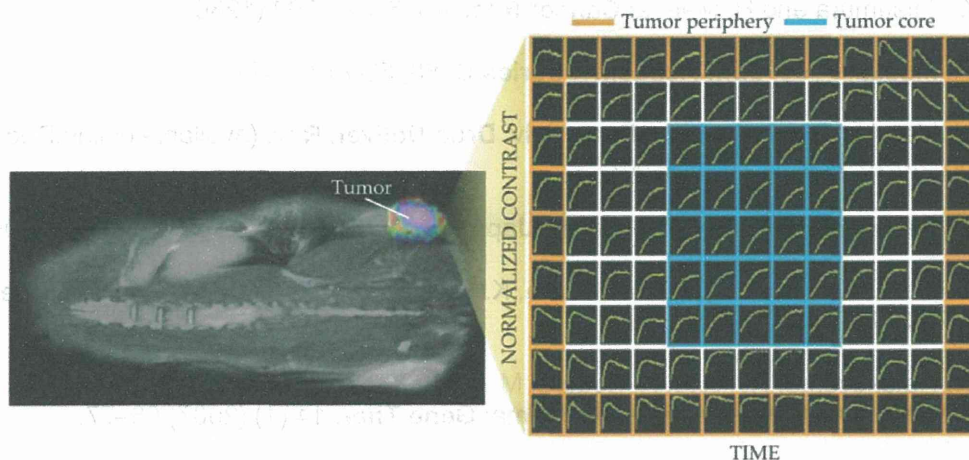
腫瘍を移植したマウスの場合は低分子性の造影剤 (非ナノ粒子) を静脈内に注射したときの MRI 装置で得た画像を示す。右側の各格子は画素 (ピクセル) ごとの 45 分間にわたる画像の経時変化を呈示している。この低分子 (造影剤) はまず腫瘍の辺縁に浸透するが、すばやく (拡散により) 消失する。中心部へは時間とともに浸透するものの、低分子造影剤は次第に拡散し消失する。(図提供は Marcello Bernard 氏と Lilia Ileva 氏の好意による。)
